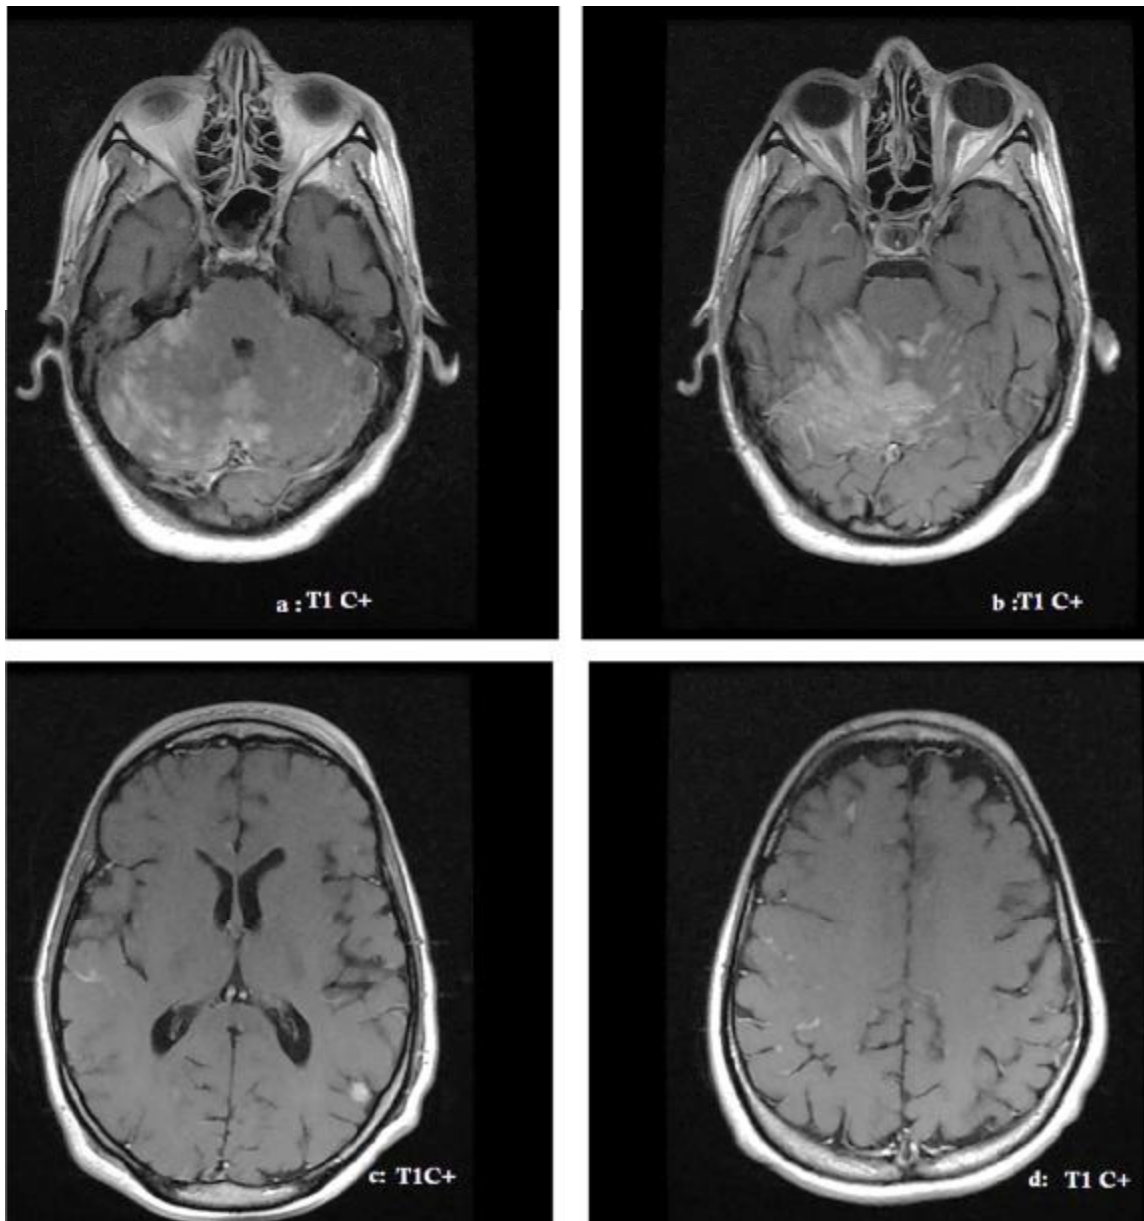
patiente âgée de 30 ans admise pour faiblesse des membres inférieurs avec à l'examen quadriplégie et paralysie faciale périphérique gauche. IRM cérébrale en séquence T1 avec injection du gadolinium dans le plan axial (a, b, c, d) montrant un épaississement nodulaire et prise de contraste léptoméningée de la tente du cervelet, vermi-cerebelleuse droite et des sillons cérébraux.
